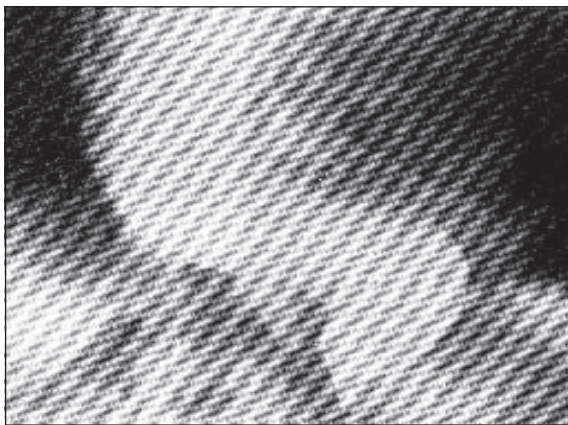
Ахалазія кардії, S-подібний вигин стравоходу. Рентгенограма.
